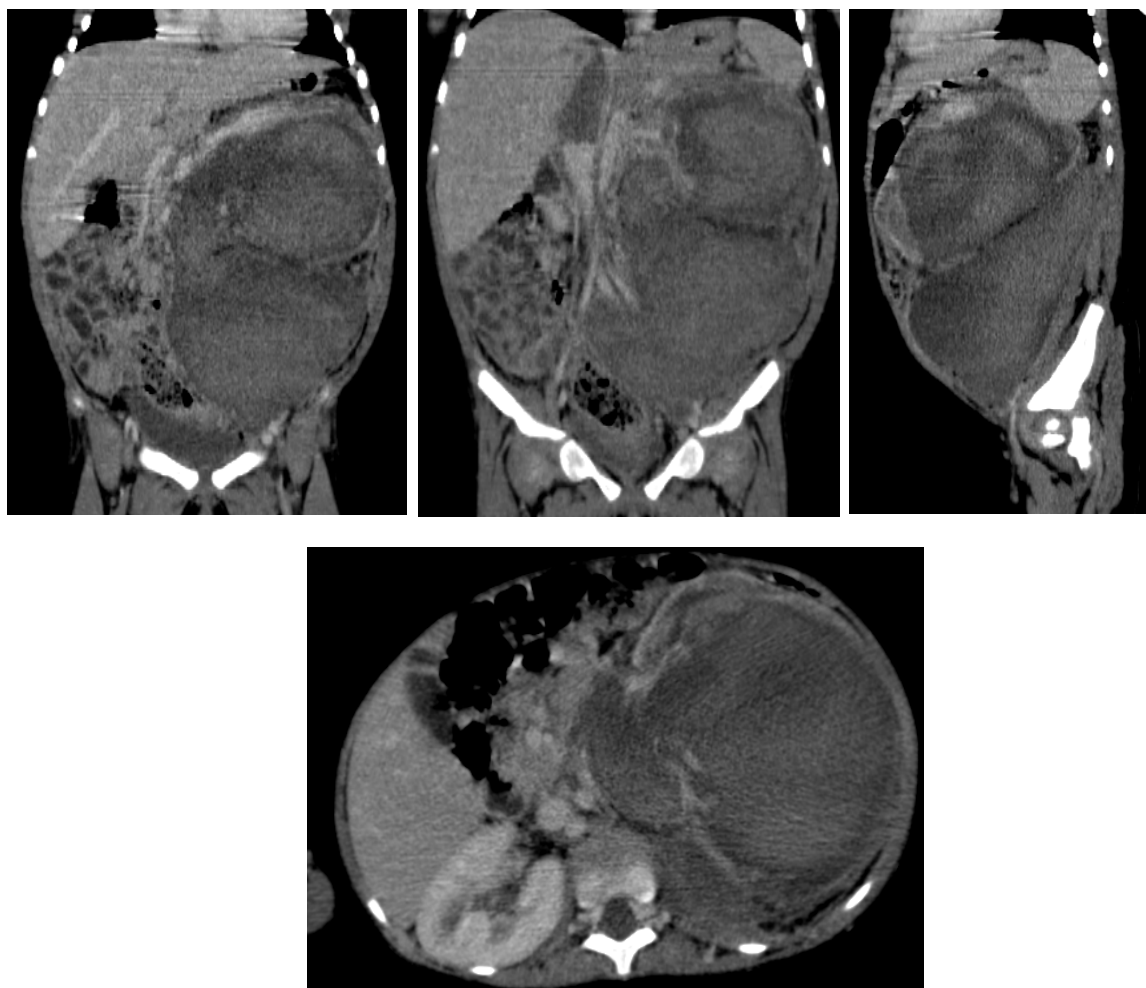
TDM abdominale chez une fille âgée de 5 ans qui se présente pour une masse aux dépens du rein gauche. On objective une volumineuse masse rénale gauche hypodense rehaussée de façon hétérogène après injection du PDC, délimitant des zones de nécrose, en rapport avec un néphroblastome.
